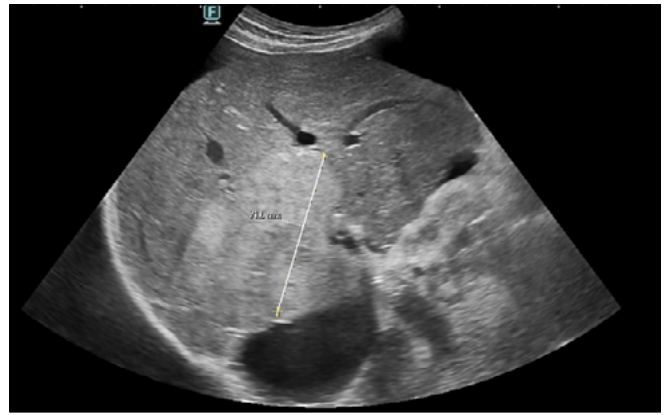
Ecografía de seguimiento a los 11 meses de LOE hepática en crecimiento (7cm).
